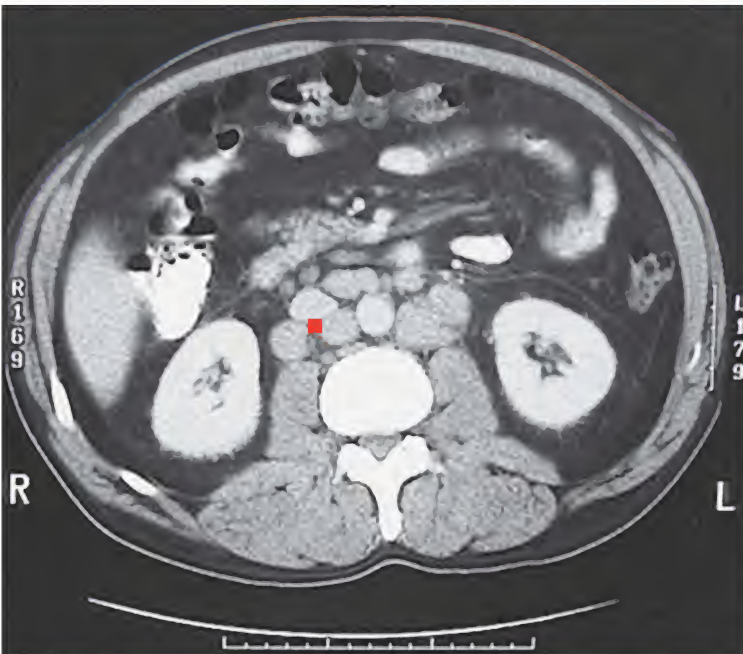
Linfoma folicular, tomografía computarizada
